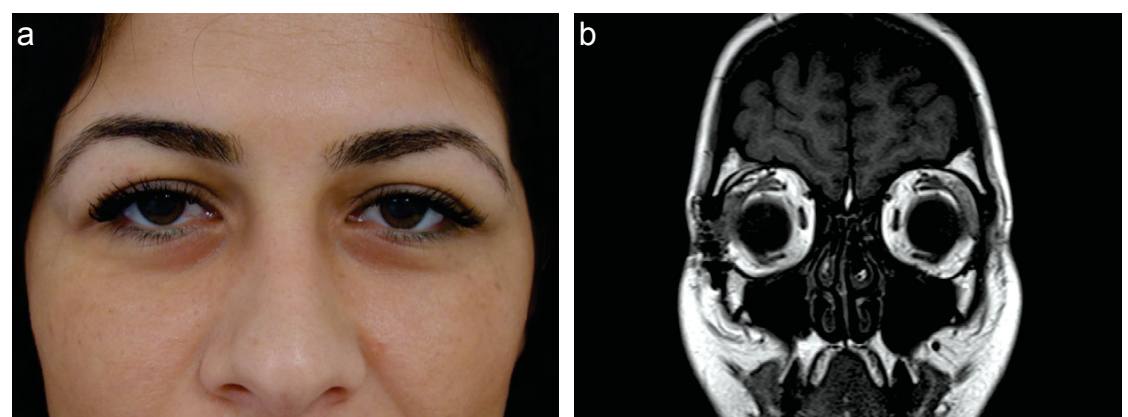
Befund ein Jahr postoperativ exemplarisch im Fall 1. (a) Unauffälliger klinischer Befund und (b) unauffälliges MRT mit nur geringer Narbenbildung latero-orbital.
